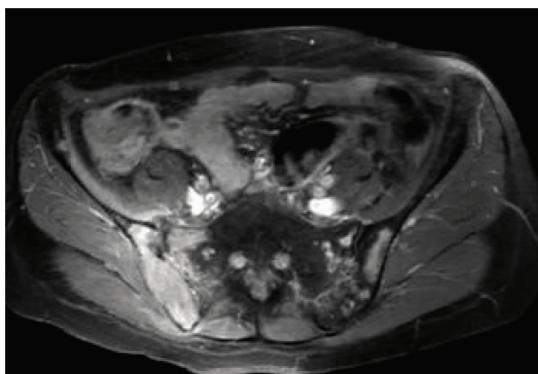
MRI feature in the right hip mass before radiotherapy
